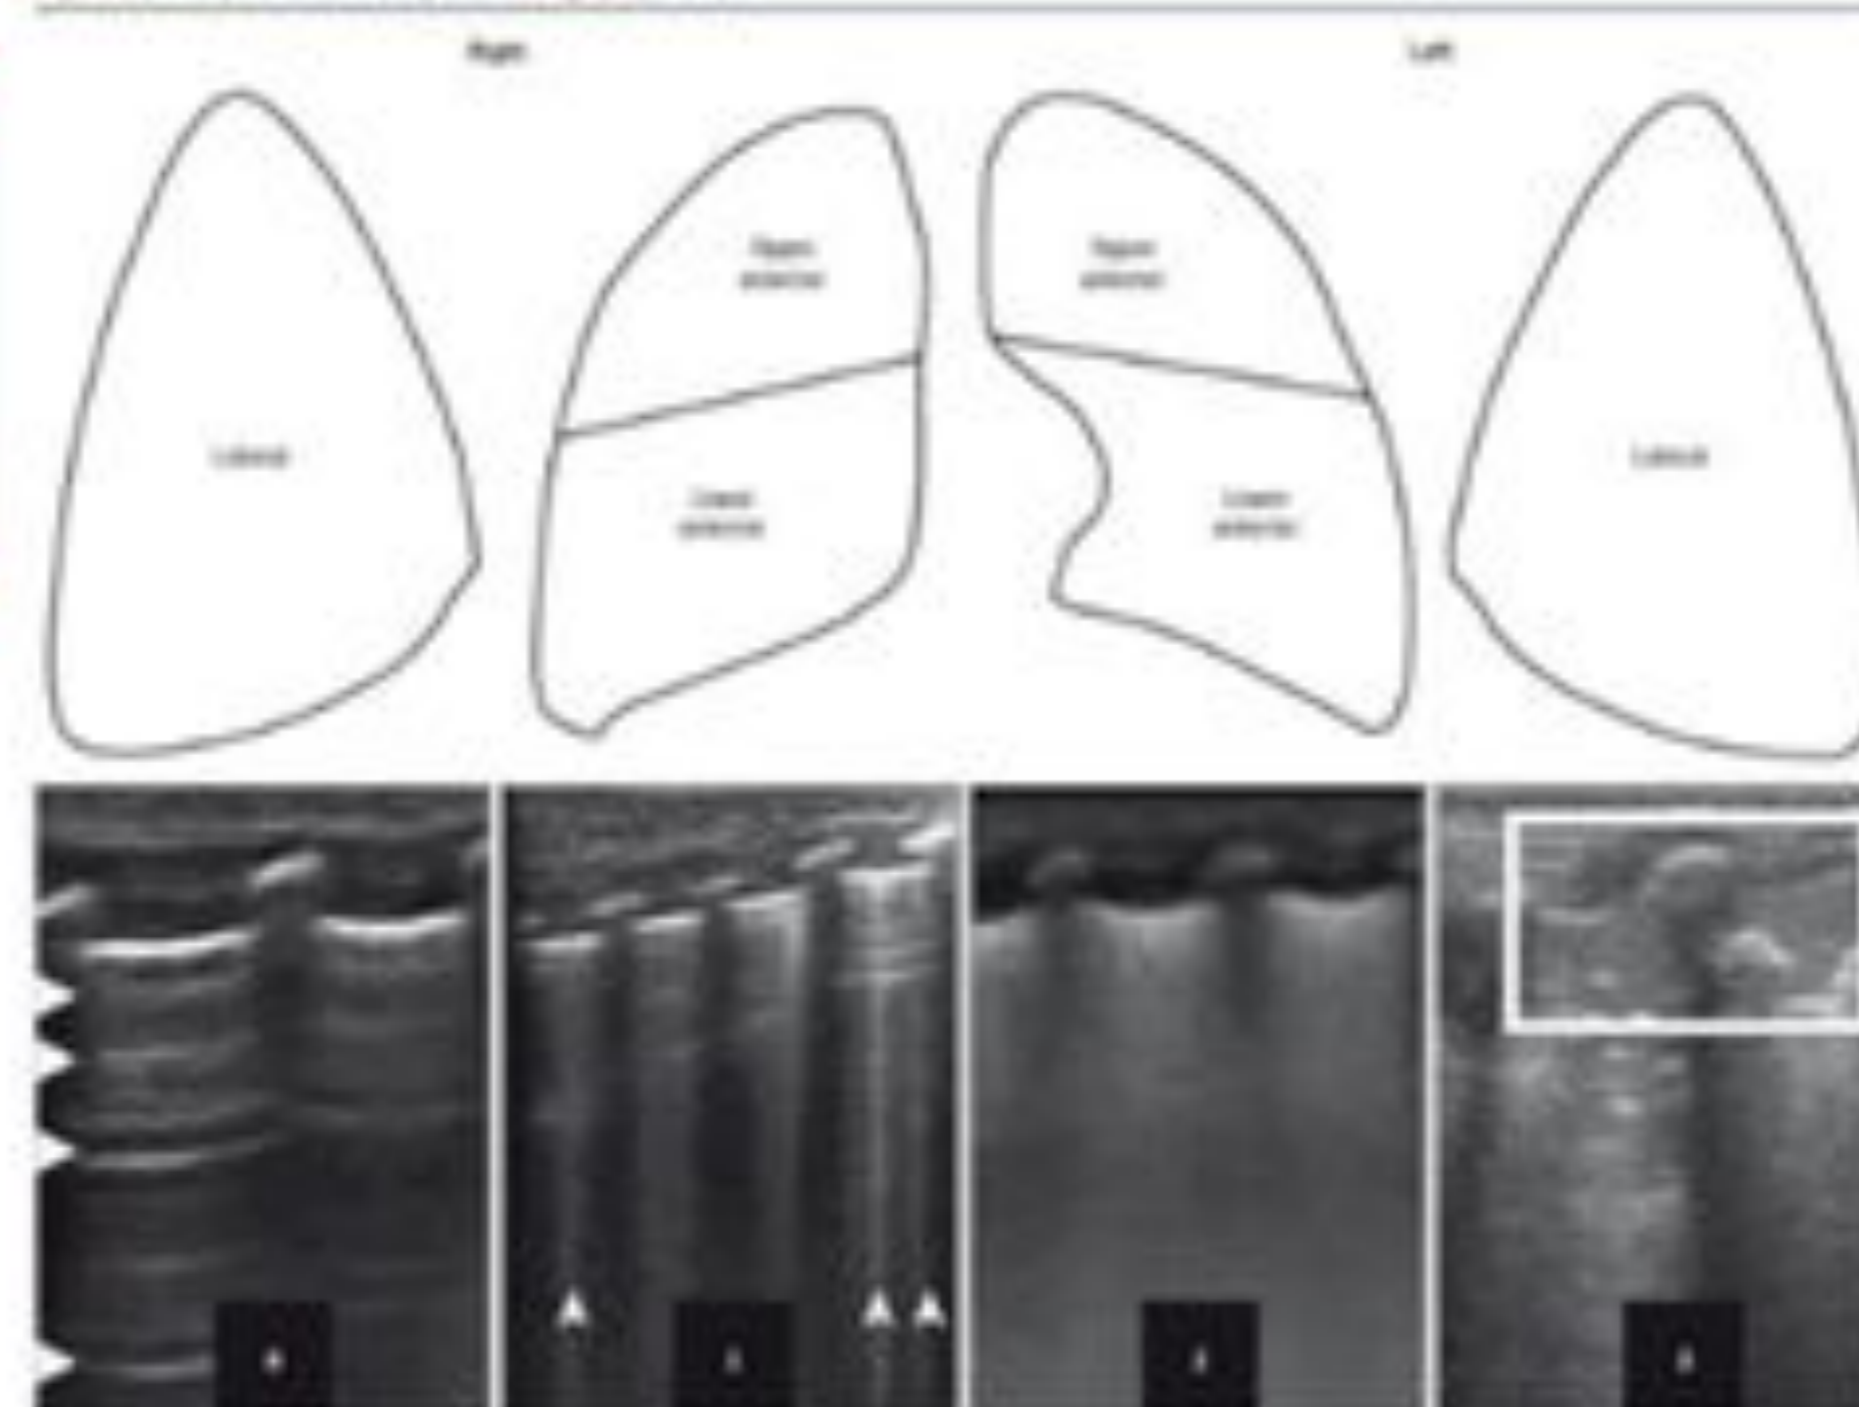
Description of the Lung Ultrasonography Score
